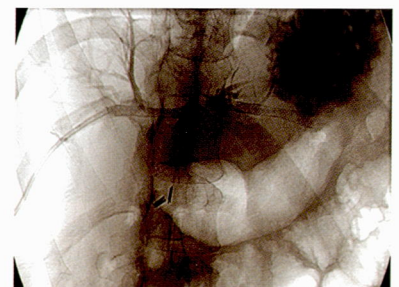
Рентгенограмма. Завершенная сочетанная методика: общий вид двух стентов: внутрипеченочного (межпротокового) и холангиогастрального.
